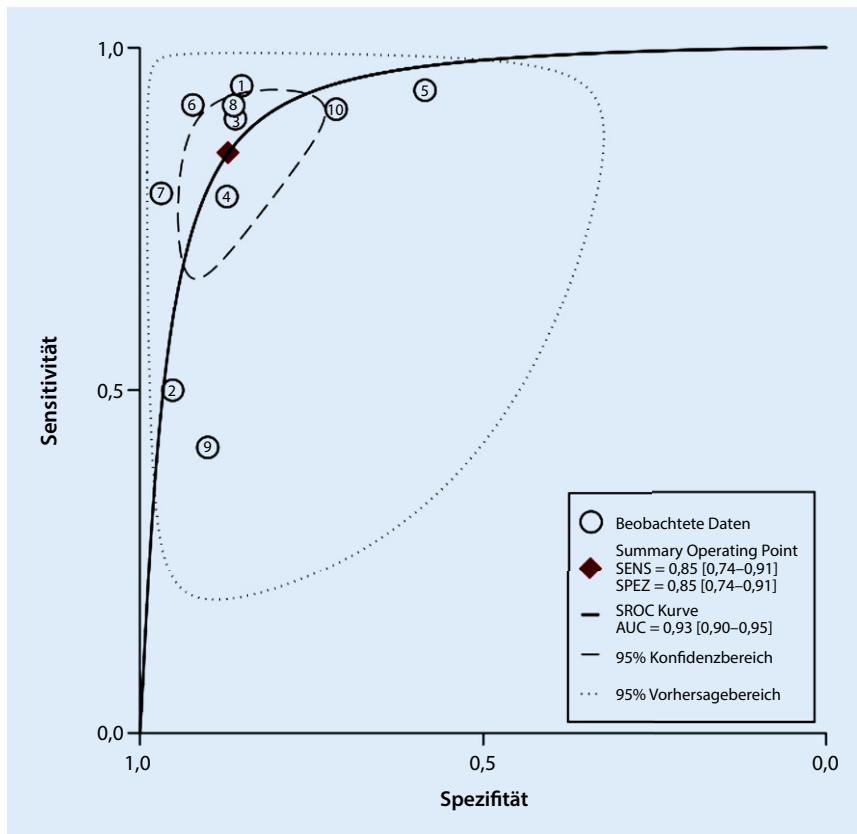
▲ Summen-Receiver-Operating-Characteristics-Kurve von 10 Studien zur kontrastmittelfreien MRT der Mamma unter Verwendung der Diffusionsbildgebung (DWI) als Substrat für die kontrastmittelverstärkte MRT. (Aus [30], Methodik analog aus [11]. Adaptiert nach [30])
